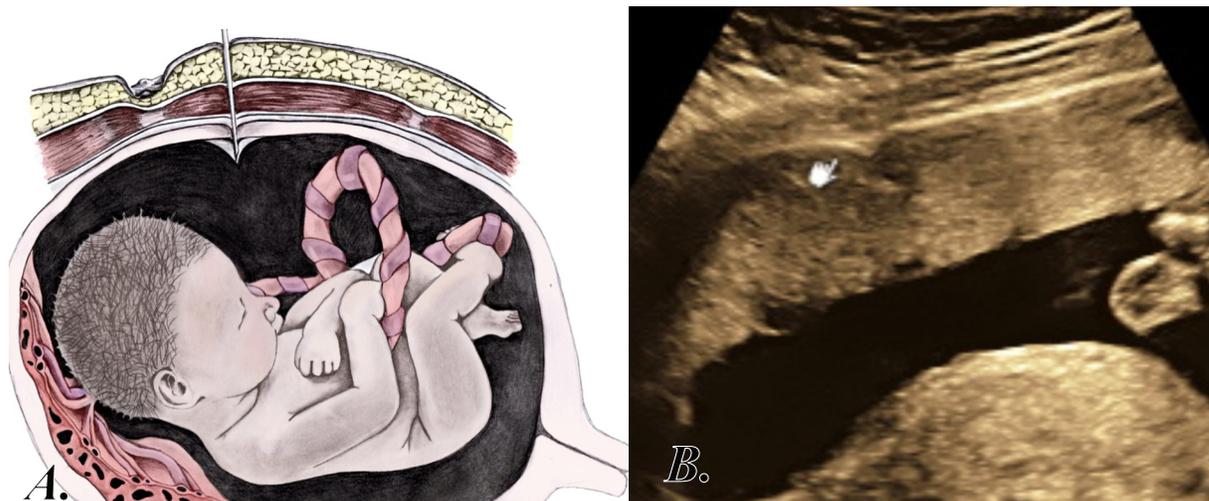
A. Paso de la aguja a través de la membrana amniótica / B. Imagen ecografía
